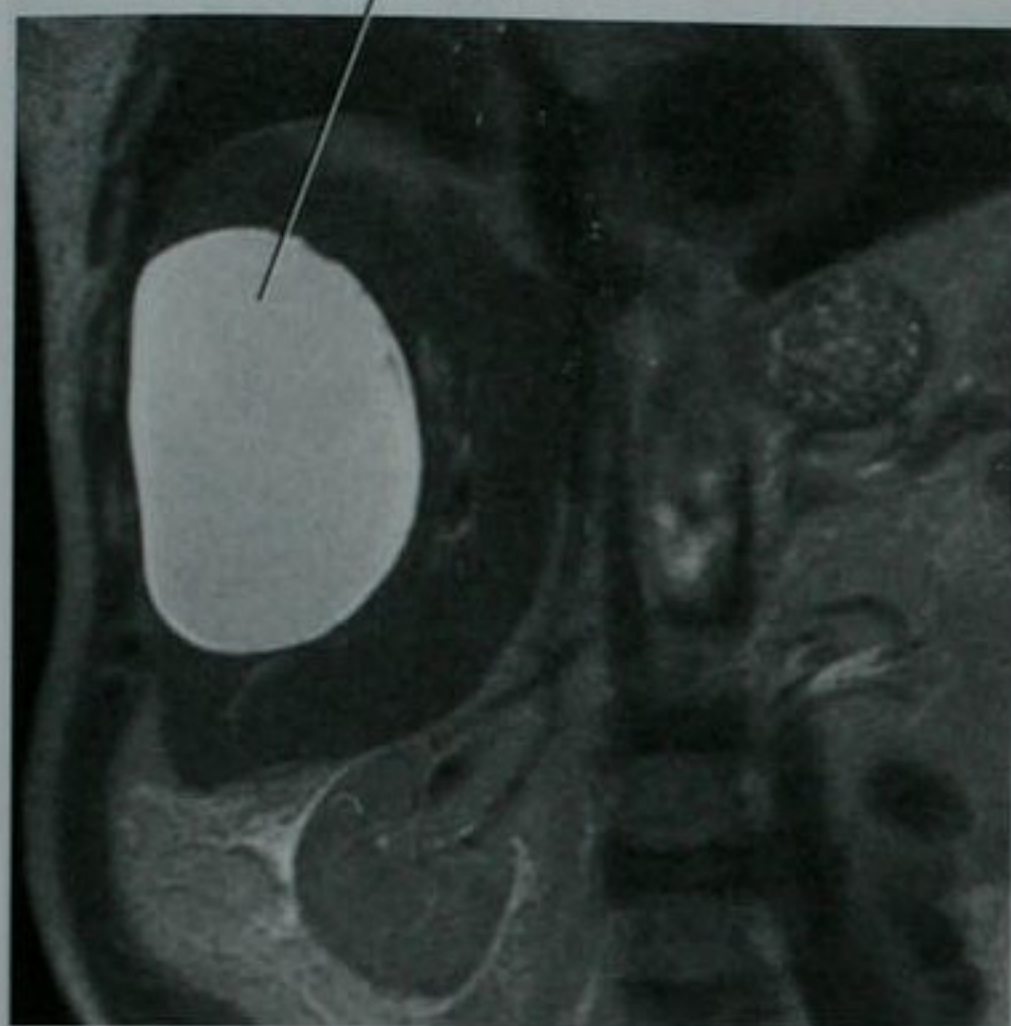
肝脏平面冠状位 T2 加权 MRI 图像显示一个继发于肝细胞癌切除术后的巨大胆汁瘤,SI:信号强度
